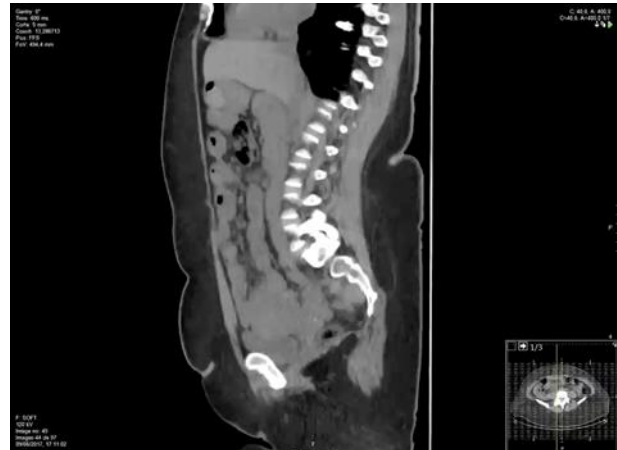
Tomografía (TAC) post-SADI-S y pre-cardiopexia con Teres: se objetiva ascenso del tubo parcialmente en mediastino posterior
